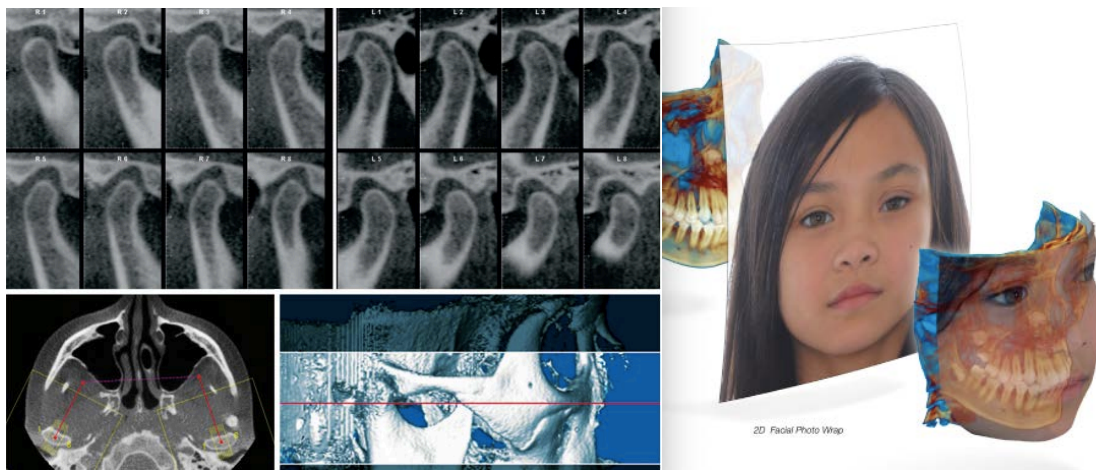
Visualisation de l'ATM (à gauche) et superposition du CT-Scan et de la photo de face du patient (à droite)
